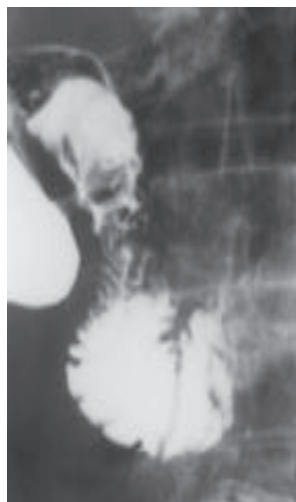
На рентгенограмме визуализируется резкое сокращение функциональных сфинктеров Капанджи и Окснера в результате применения бариевой взвеси с добавлением витамина С
